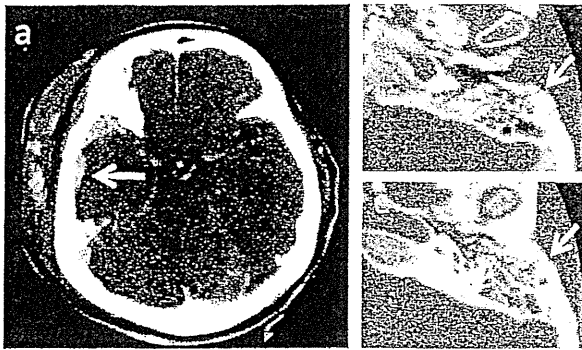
Brain and temporal bone CT of severe head trauma
